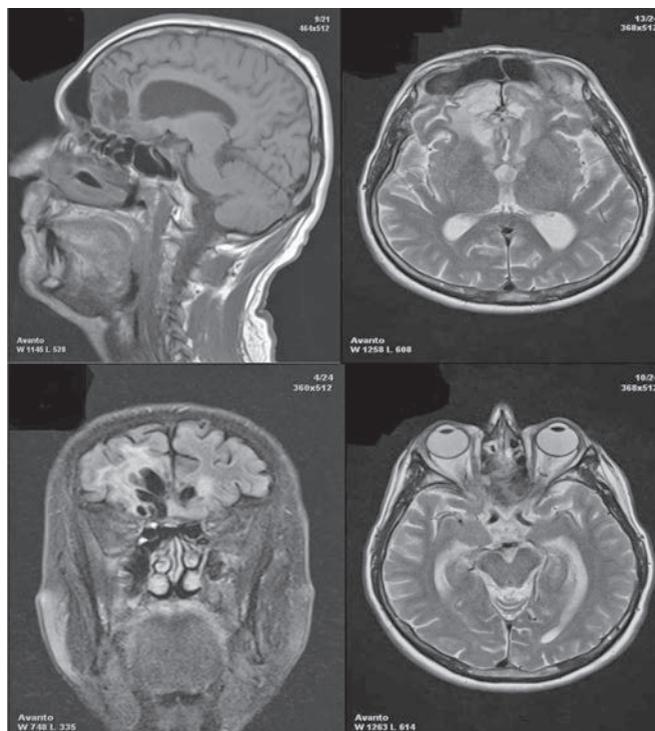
МРТ головного мозга через 7 мес после операции.
